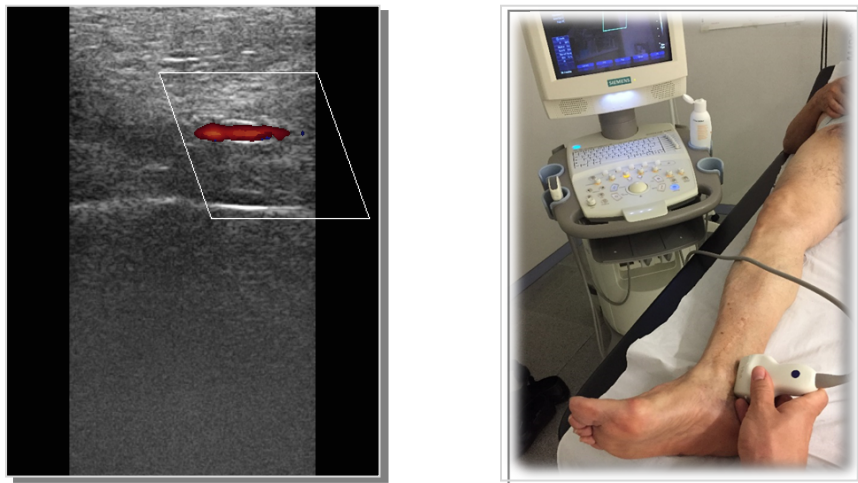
Diagnóstico mediante Ecografía doppler
